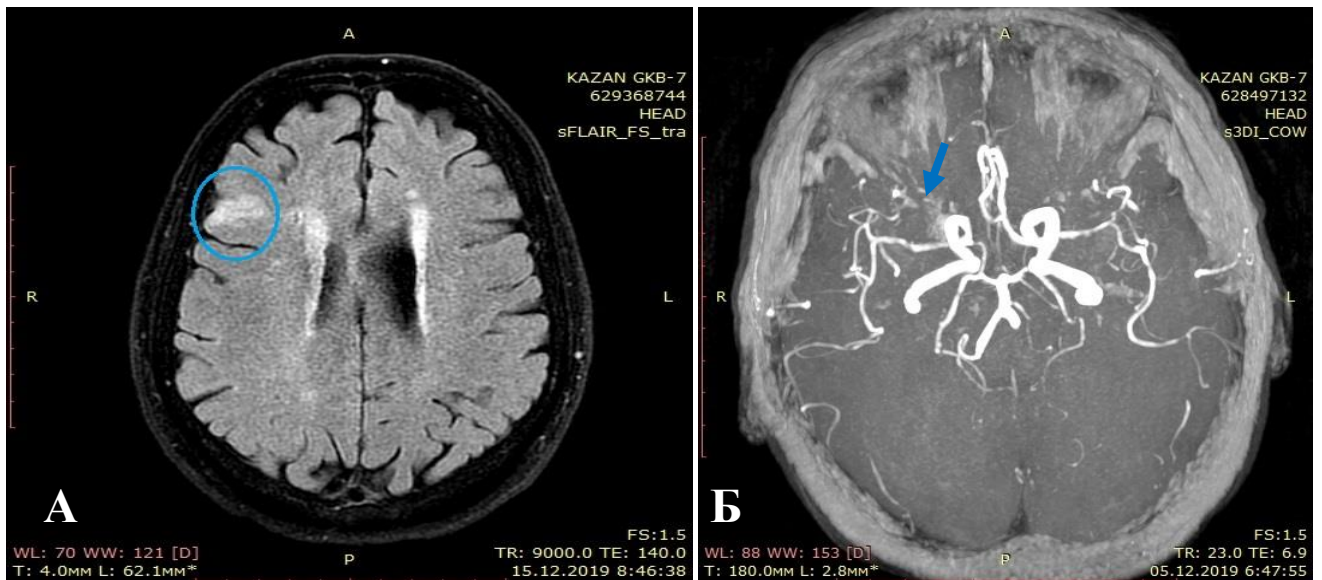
МРТ головного мозга с использованием ангиографических программ: А – Субкортикальный очаг ишемии в правой лобной области; Б – Вариант развития виллизиев круга – отсутствие МР сигнала по А1 сегменту правой передней мозговой артерии.
